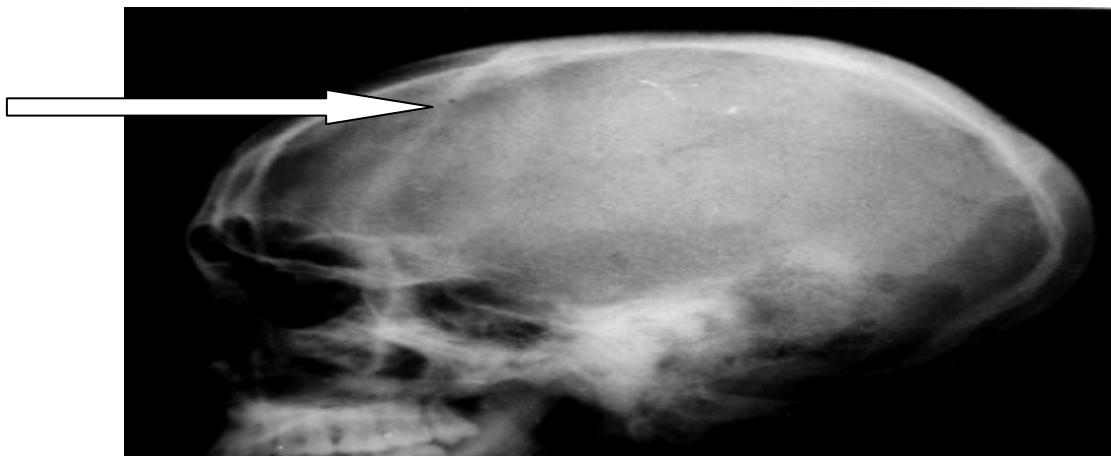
radiographies standards du crâne de la face et du profil montrant une embarrure pariétale gauche.
